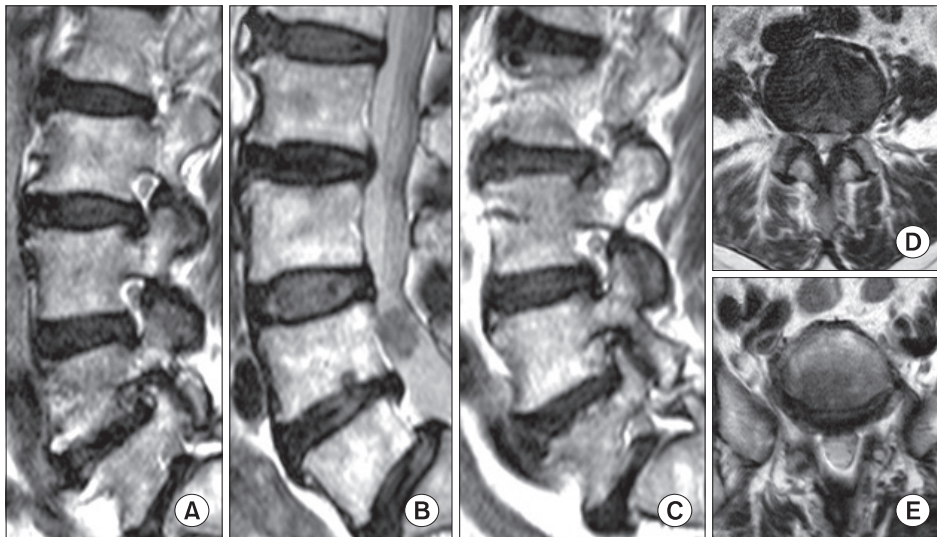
T2-weighted sagittal and axial MR images. (A-C) Serial sagittal MR images show foraminal stenosis on L4-5 level and spondylolisthesis on L5-S1 level. (D) Axial MR image shows spinal stenosis on L4-5 level. (E) Axial MR image shows spondylolisthesis on L5-S1 level.
